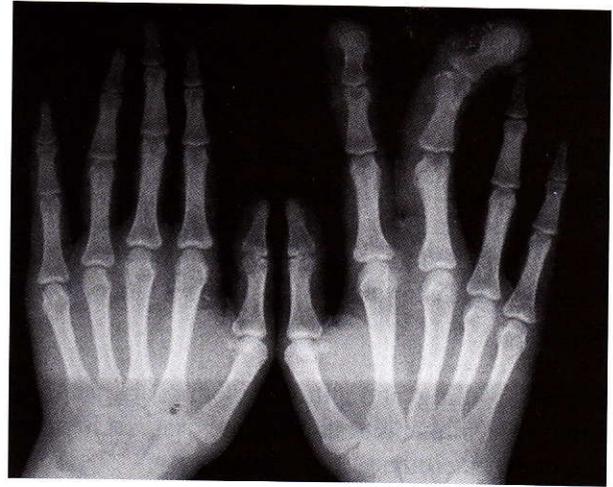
Bilateral hand x-ray showing hypertrophy of the soft tissue and the bones of the second and third fingers
